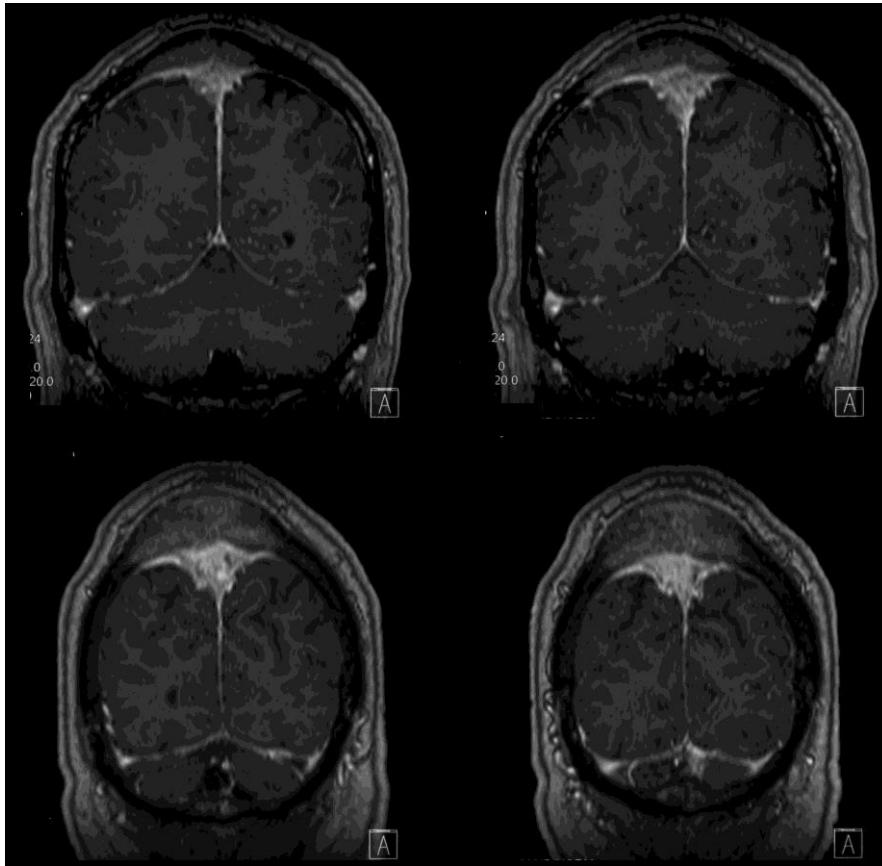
Präoperatives MRT
